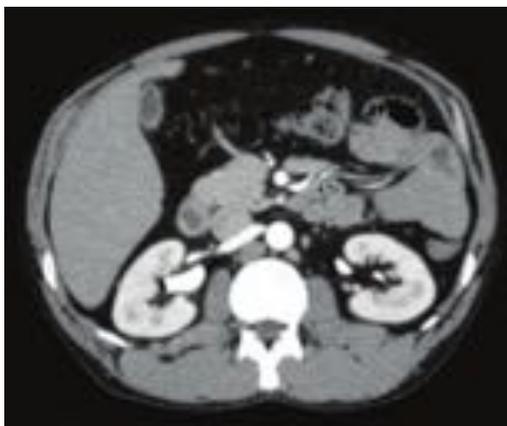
URO TC con técnica de Split bolus, con lo que conseguimos reducir el número de series. En la in fase arterial (aorta) y también los riñones y uréteres en fase excretora.
